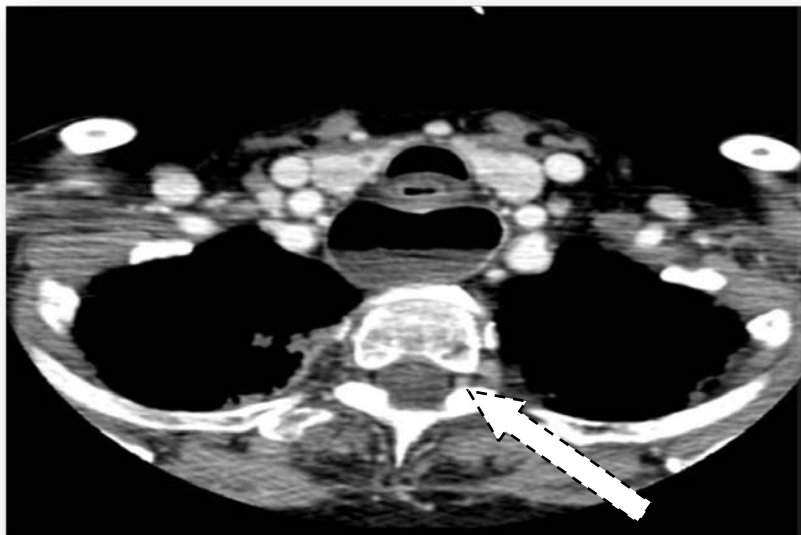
TDM cervico-thoracique en coupe axiale montrant une formation de contenu mixte de 3.5cm rétro-œsophagienne cervicale évoquant un diverticule de Zenker
